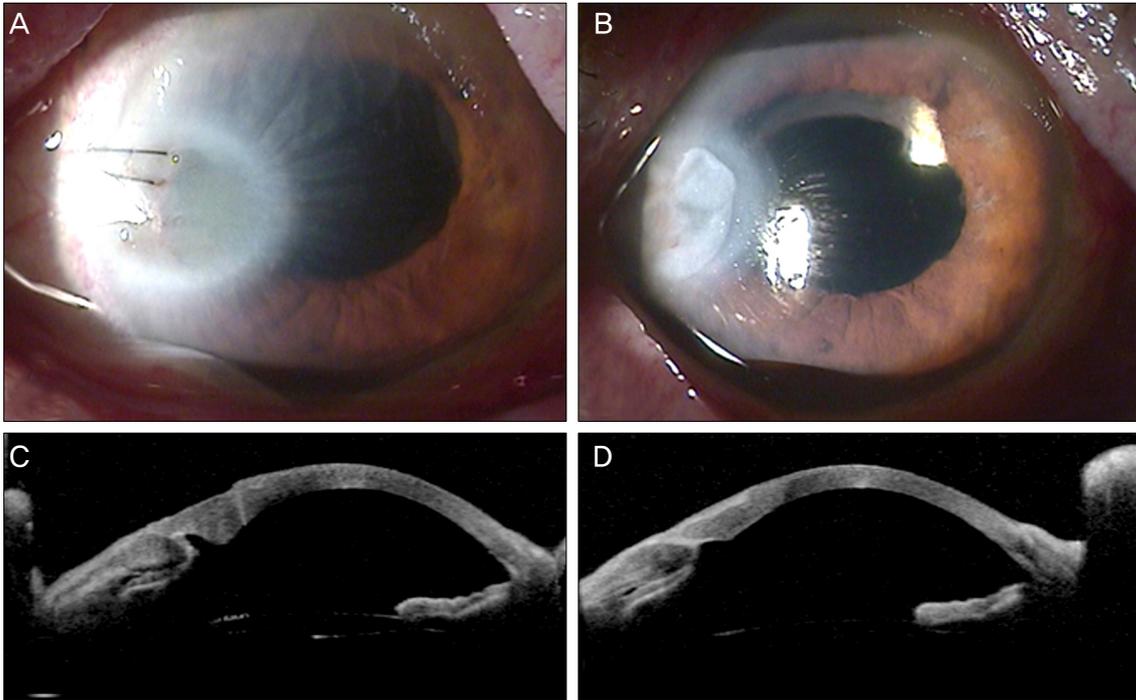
Slit lamp photographs and anterior segment optical coherence tomography at postoperative 1 month (A, C) and 3 months (B, D) showing a gradual decrease of epithelial defects and stromal edema.
